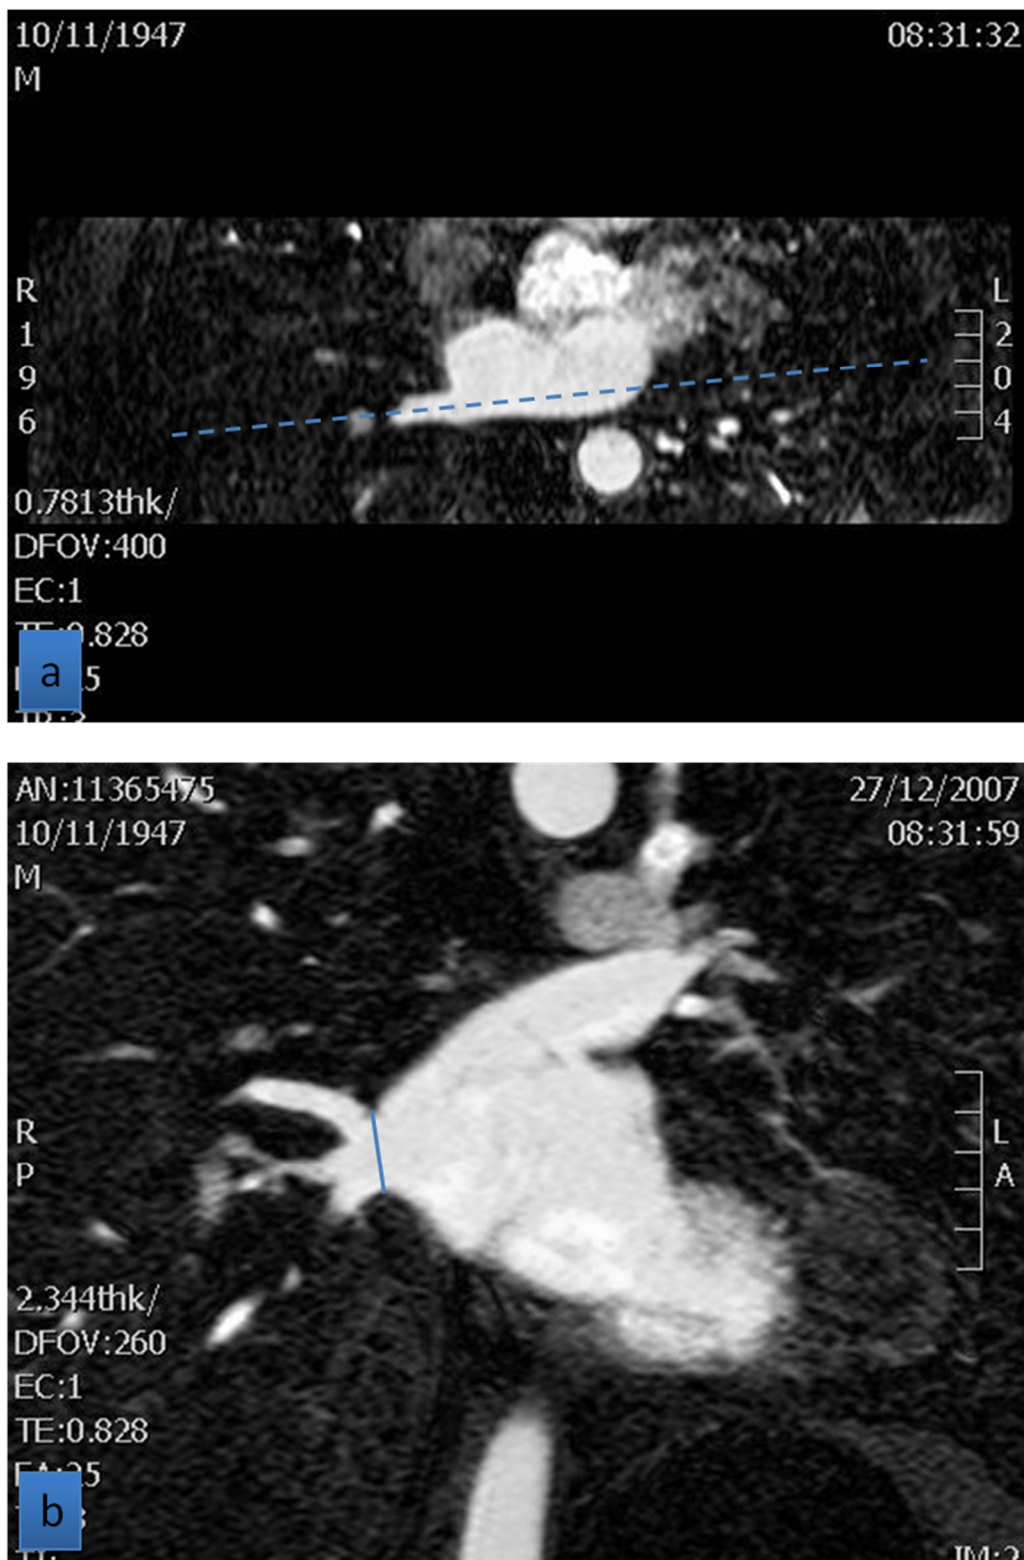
Secuencia angio-RM 3D. (a) Representación del eje longitudinal de la vena pulmonar inferior derecha (VID) en el plano axial. (b) Medición del diámetro SI de la VID en la reconstrucción MIP realizada en el plano coronal oblicuo obtenido a partir del anterior
